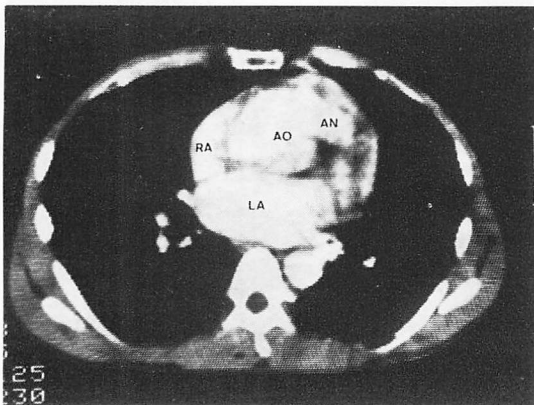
Contrast enhanced computed tomographic (CT) image at the level of the aortic root in Case 1.
